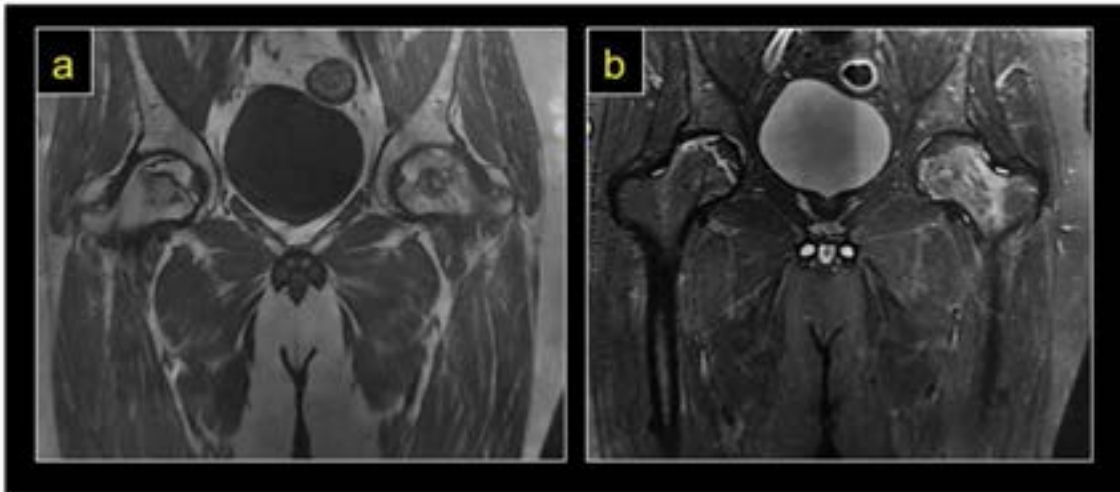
RM de paciente con necrosis de la cabeza femoral bilateral asociada a trombofilia
